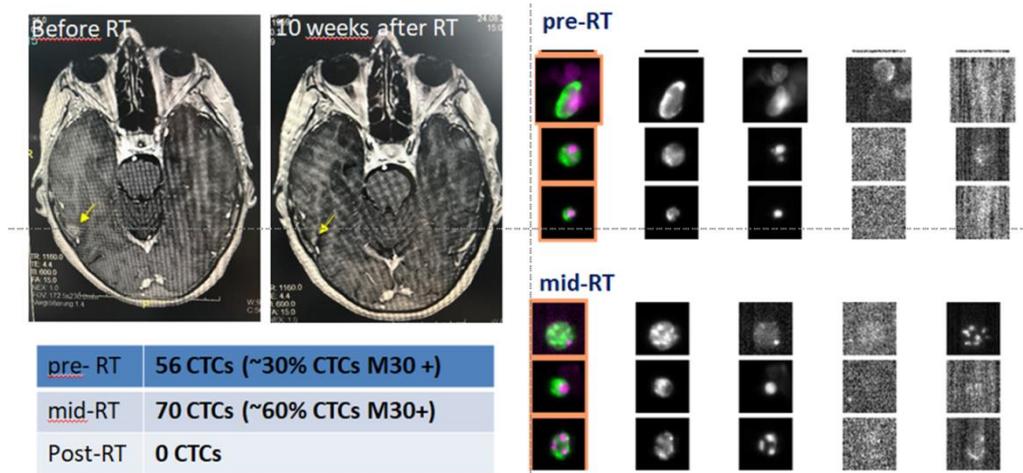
Eine MRT-Aufnahme des Gehirns einer Patientin mit oligo-metastatischer Erkrankung. 10 Wochen nach der RT wurde ein vollständiges Ansprechen aufgezeichnet.
